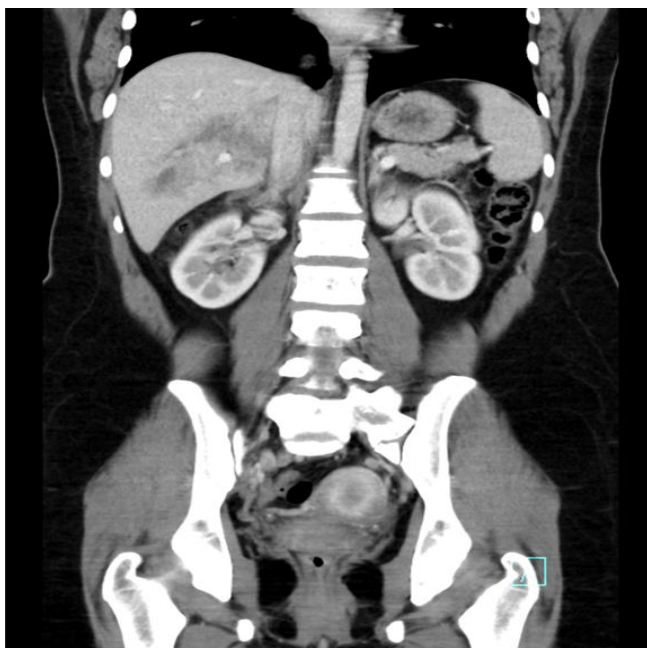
CT - Lacerace v pravém
